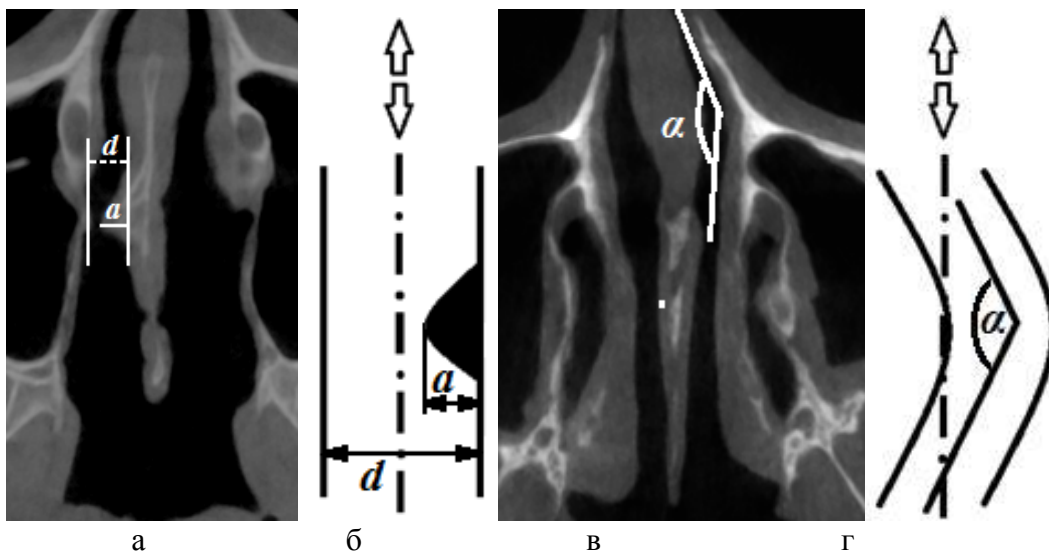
Аксіальні комп'ютерні томограми типових локальних аеродинамічних назальних опорів: а – викривлення носової перегородки вправо, в – поворот потоку, та їх відповідні еквівалентні позначення (б та г)
